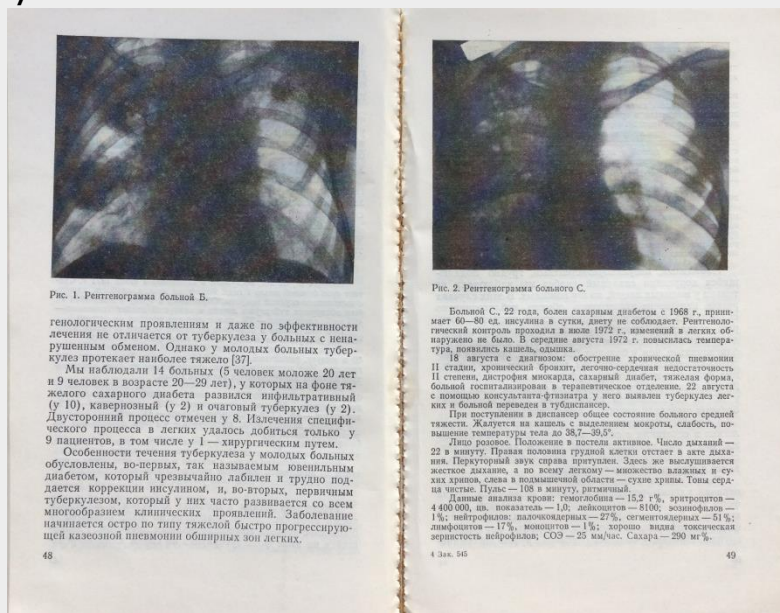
Рентгенограмма больной Б.
